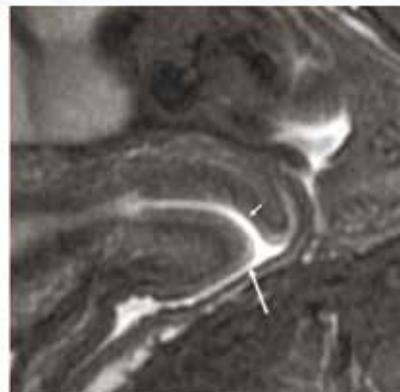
МРТ шейки матки в сагиттальной проекции, Т2 ВИ
